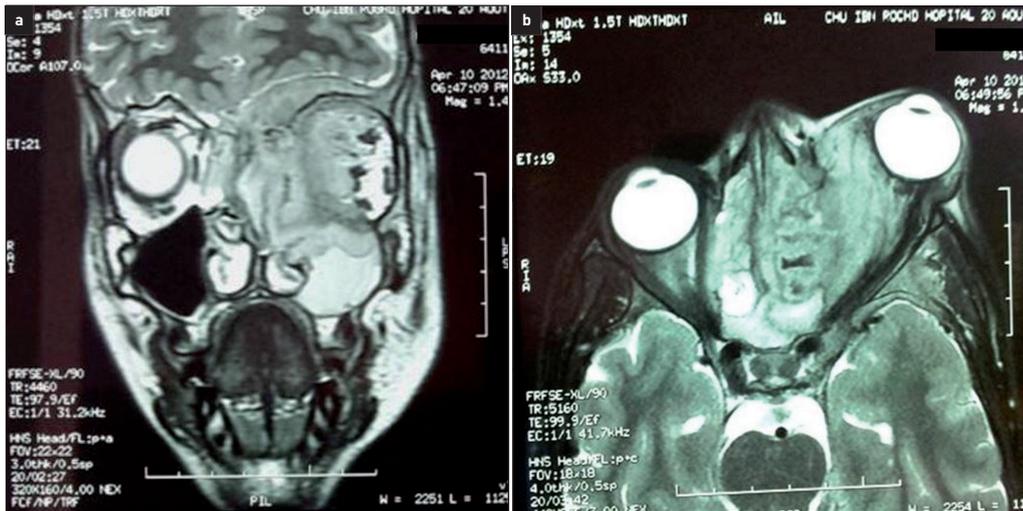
IRM crânio-orbitaire.
